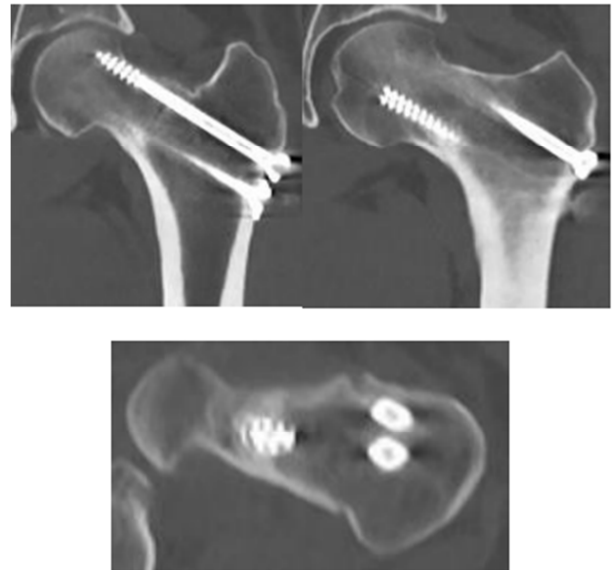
TAC a los 10 meses. Se visualizan cambios postquirúrgicos en relación a osteosíntesis de fractura subcapital de fémur izquierdo, material de osteosíntesis (tornillos canulados) íntegros, buena consolidación con cortical íntegra persistiendo tenue trazo de fractura en área central subcapital izquierda.
